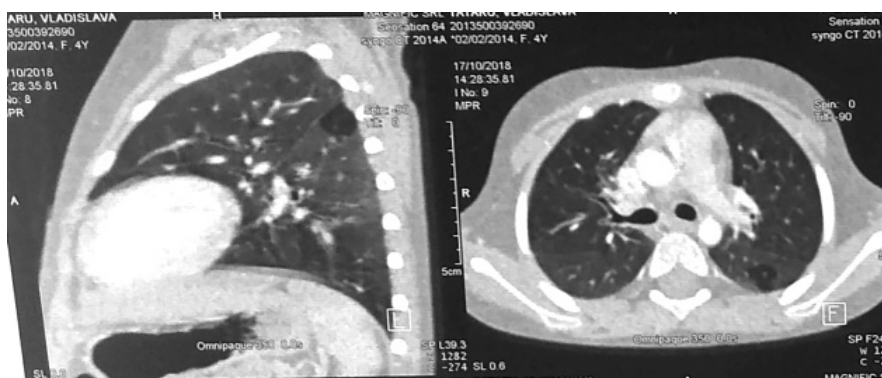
CT cu contrastarea pulmonilor și a mediastinului
